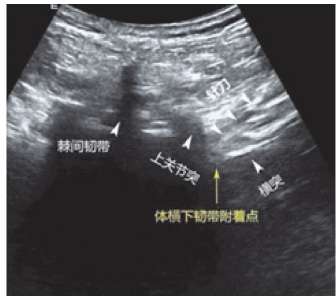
超声引导下体横下韧带针刀松解(经腰椎横突上缘后方短轴扫描)
